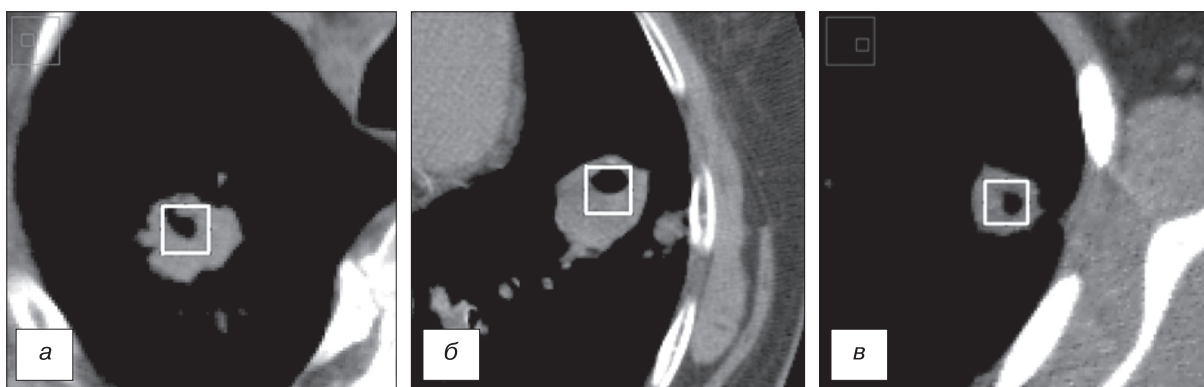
Проведение прямой выборки с включением участков деструкции в выделенных зонах интереса значений пикселей. Компьютерные томограммы органов грудной клетки.
